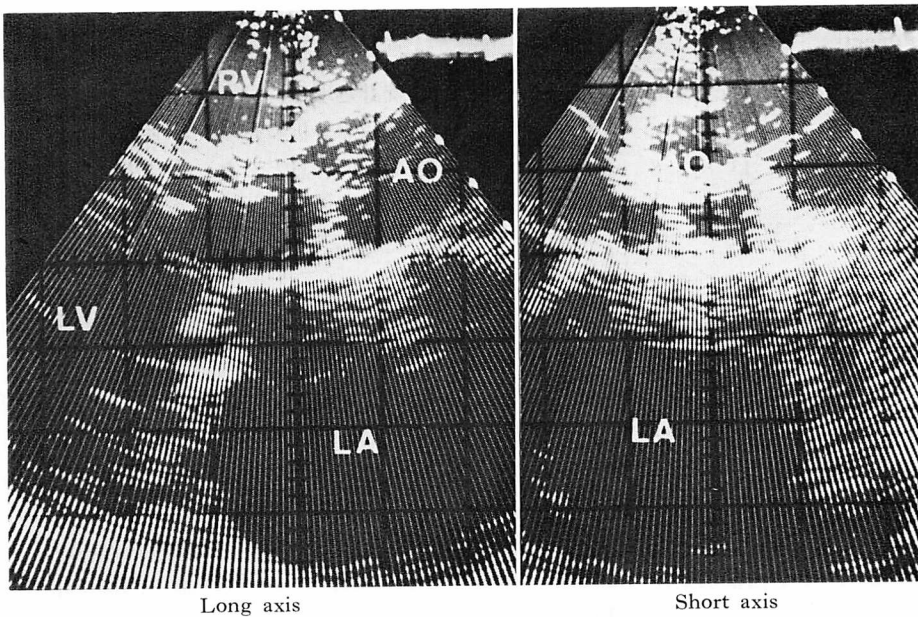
Echocardiograms of a 58-year-old man with rheumatic aortic regurgitation.
